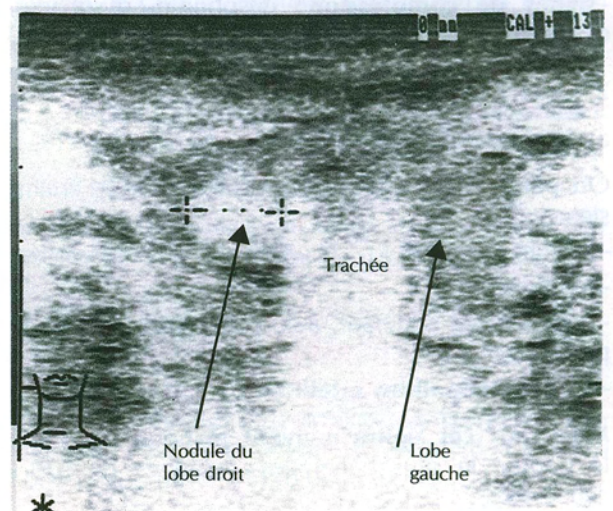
Échographie thyroïdienne pathologique.
